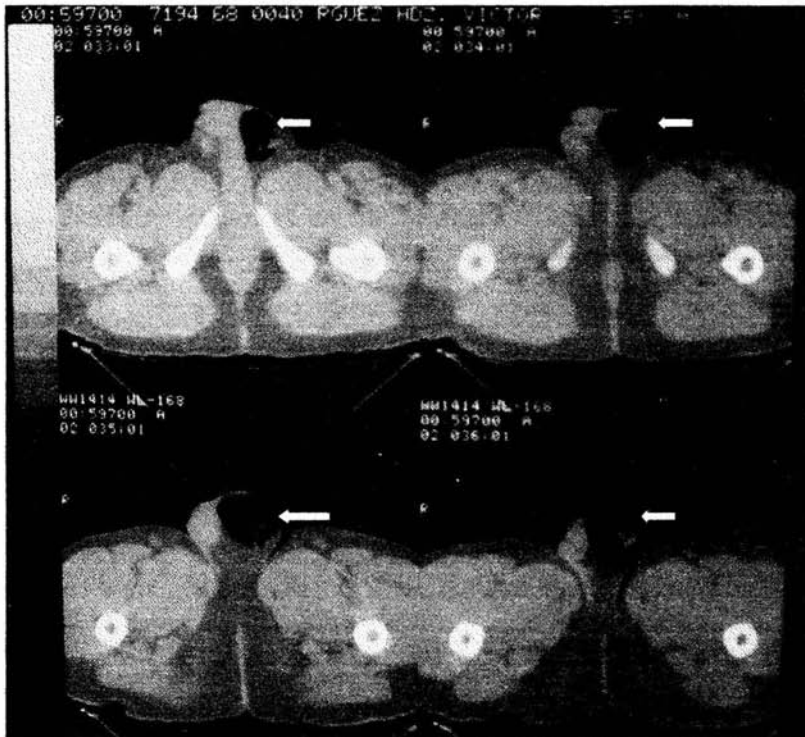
Tomografía con presencia de aire en el escroto (pneumoescroto) (flecha blanca).
